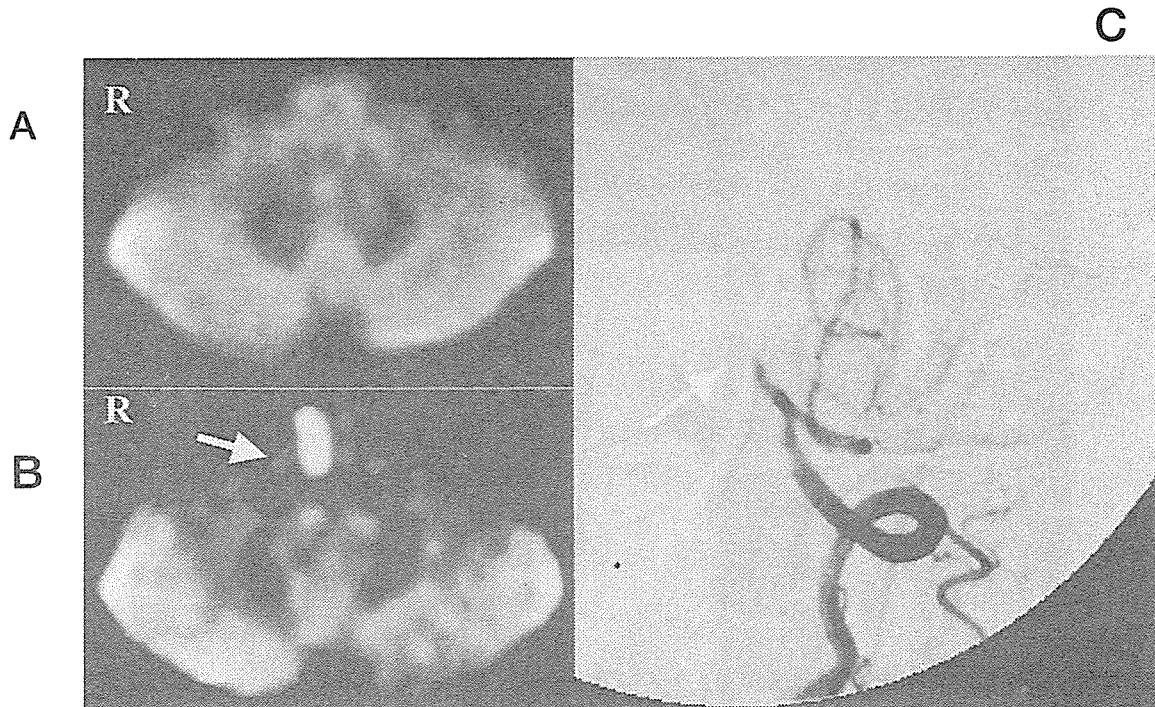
51歳男性, 延髄梗塞の入院時の DWI と follow-up DWI
